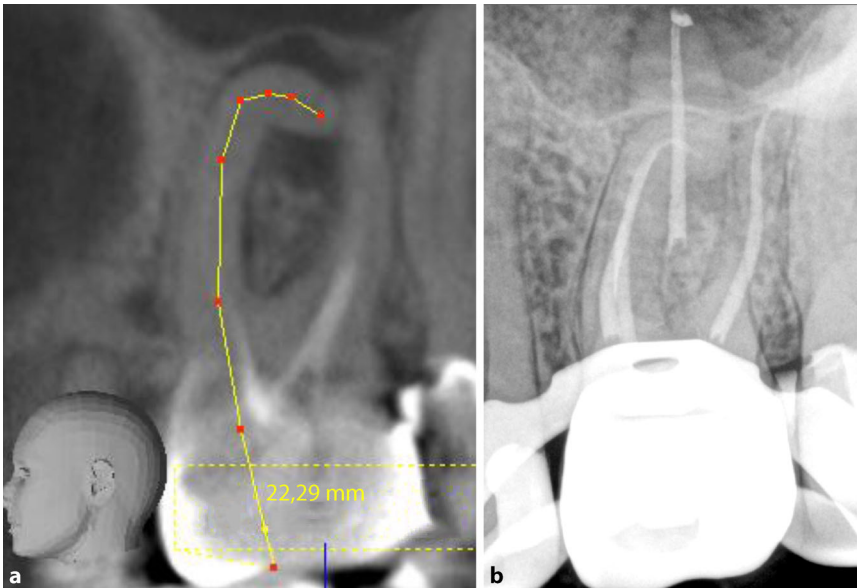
▲ a In der sagittalen Rekonstruktion der DVT-Aufnahme kann die periapikale Aufhellung eindeutig ermittelt werden. Eine extreme Wurzelkrümmung lässt sich rechtzeitig erkennen und vermessen, sodass die geeignete Instrumentenabfolge ausgewählt werden kann. b Röntgenkontrolle nach Wurzelkanalbehandlung. Die extreme Krümmung konnte vollständig erschlossen und gefüllt werden. DVT digitale Volumentomographie. (Mit freundl. Genehmigung © M. Arnold, alle Rechte vorbehalten)
